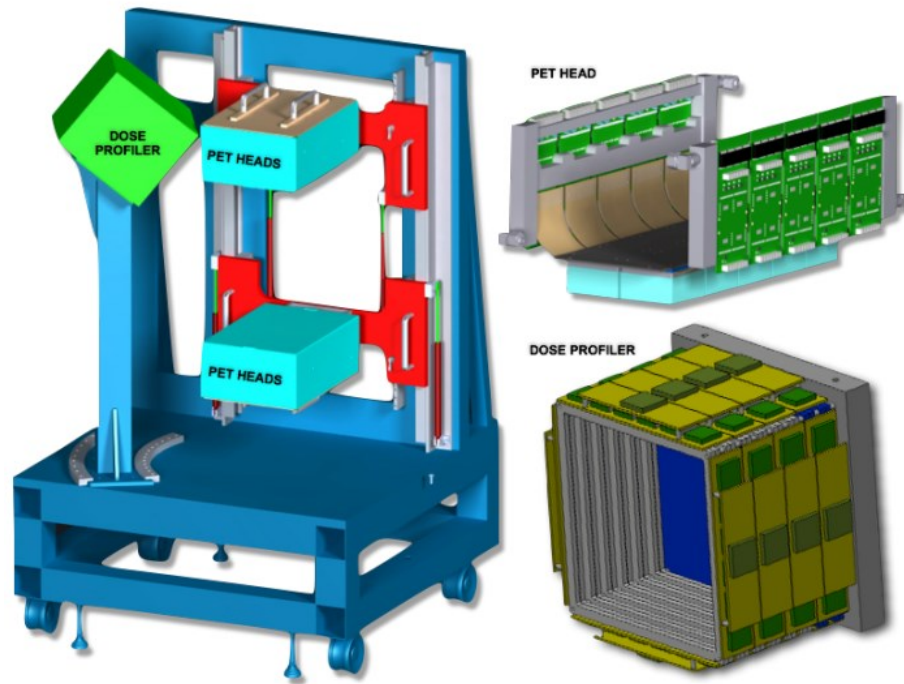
Il design del sistema INSIDE presso il CNAO: in azzurro le due testine PET con i relativi movimenti in rosso, in verde il Dose Profiler (a 60 gradi rispetto alla linea del fascio) e in blu la struttura meccanica. A destra il prototipo di una testa in PET e la struttura meccanica del DP [17].
